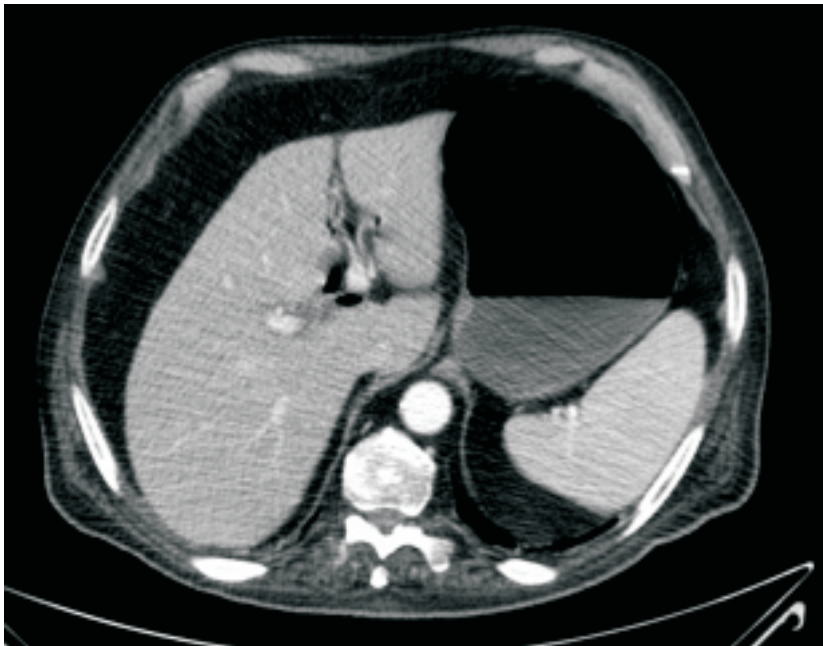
TAC abdominal cív
